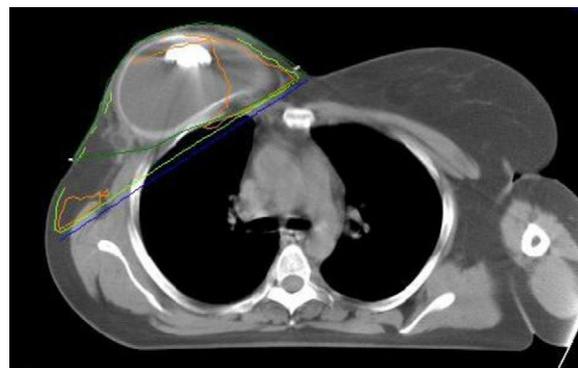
Dosimetría de una pared torácica con expansor. La válvula metálica produce un discreto artefacto en la TC, pero no impide la realización de una dosimetría aceptable.
